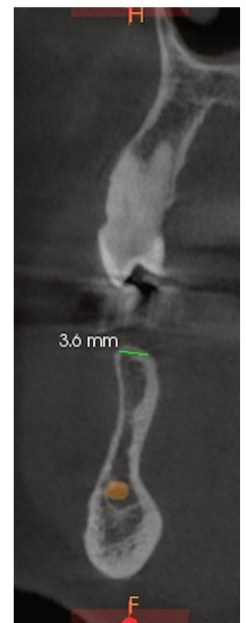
Extraits d'images du CBCT en position 2^e prémolaire mandibulaire gauche
